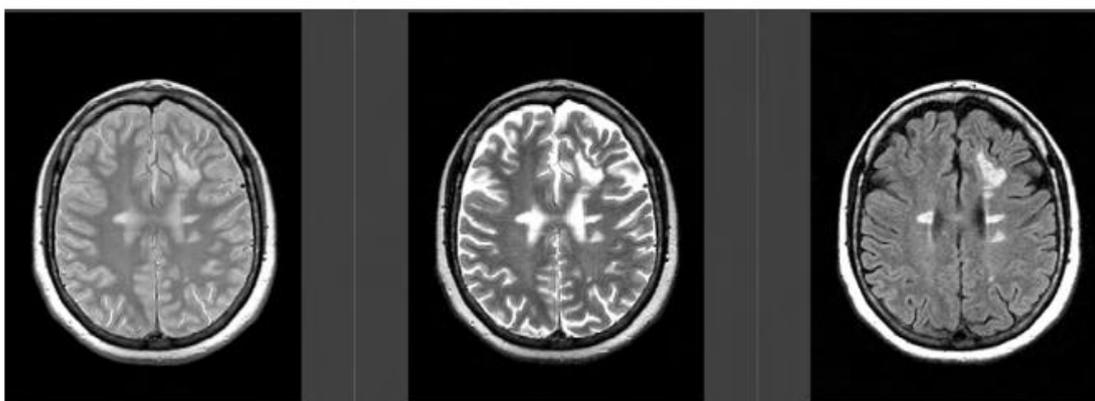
Imagens ponderadas em T2 e FLAIR de um paciente com EMRR que demonstra múltiplas lesões hiperintensas com predominância periventricular. As lesões são geralmente ovóides ou redondas e seus grandes eixos são perpendiculares à superfície do ventrículo. (Adaptado e traduzido de (3))
